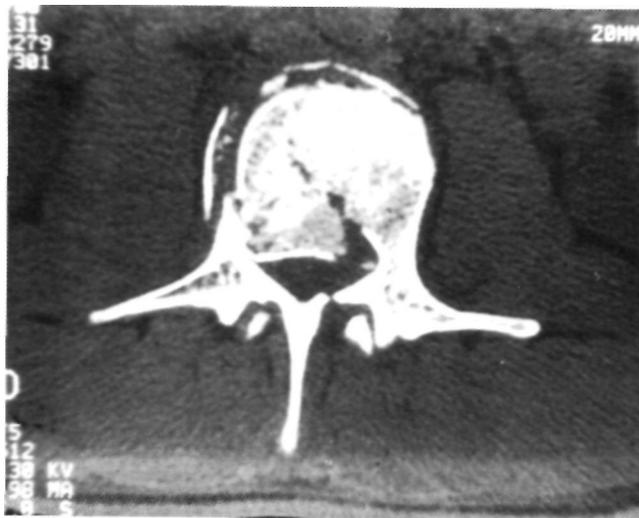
A) Tomografía axial en fractura estallido de L<sub>1</sub>. B) Reducción del muro posterior por vía transpedicular, resultado al año del accidente.
